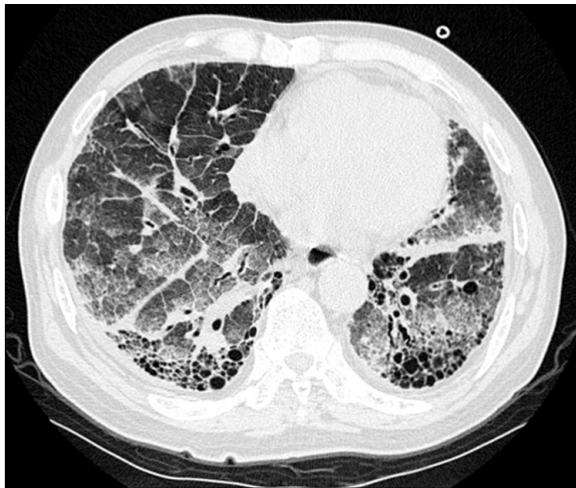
Chest computed tomography shows multifocal crazy paving pattern and interlobular septal thickening in both lung, and honeycombing in both lower lobes.
